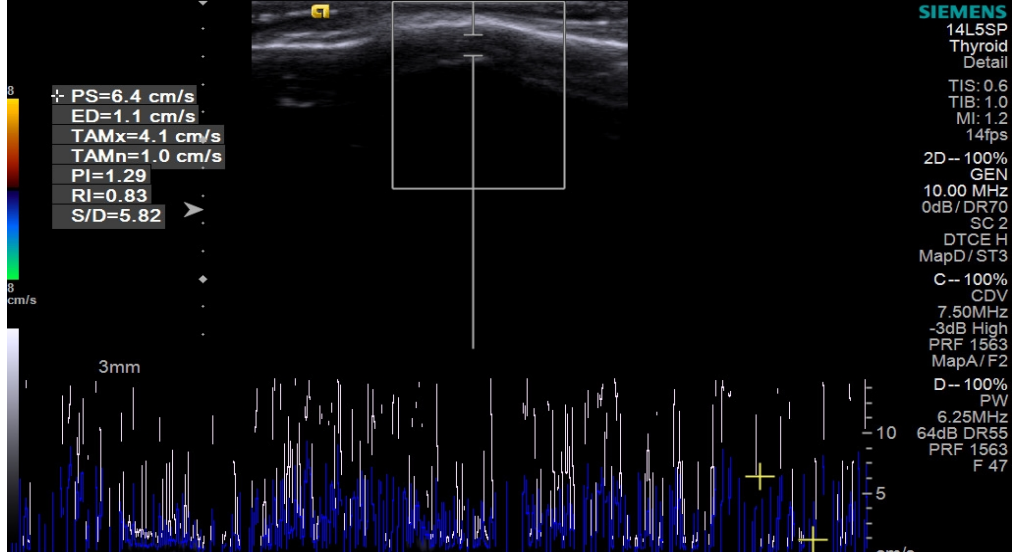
Ultrasonografik ölçümlerin hasta üzerinde gösterilmesi
